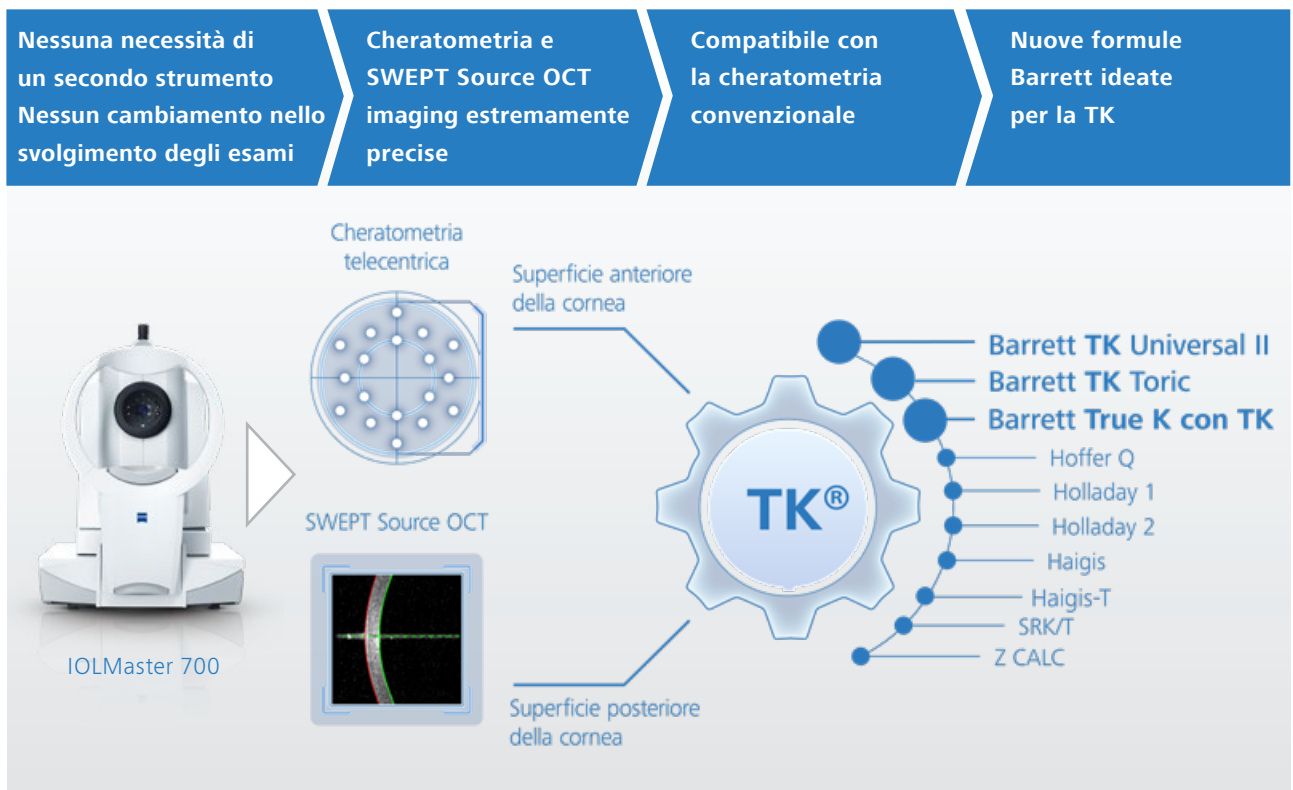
Panoramica delle formule Barrett TK
